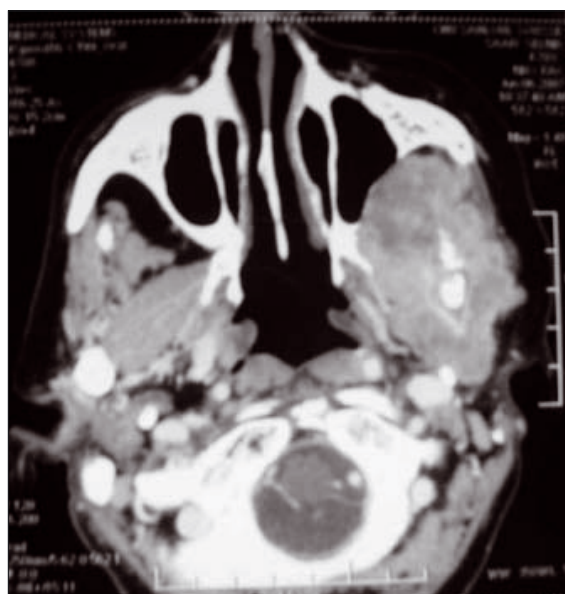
CT-scan en coupe axiale : processus tumoral ostéolytique intéressant la branche montante gauche s'étendant à la fosse infratemporale (cas 8).
